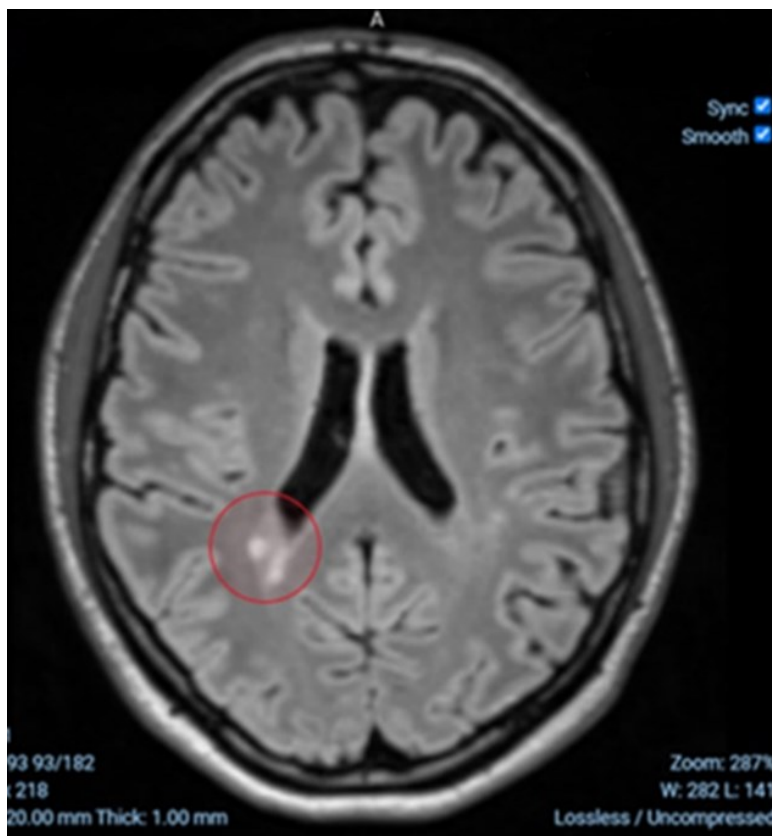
Periventrikuläre T2-hyperintense Läsionen, FLAIR-Sequenz
